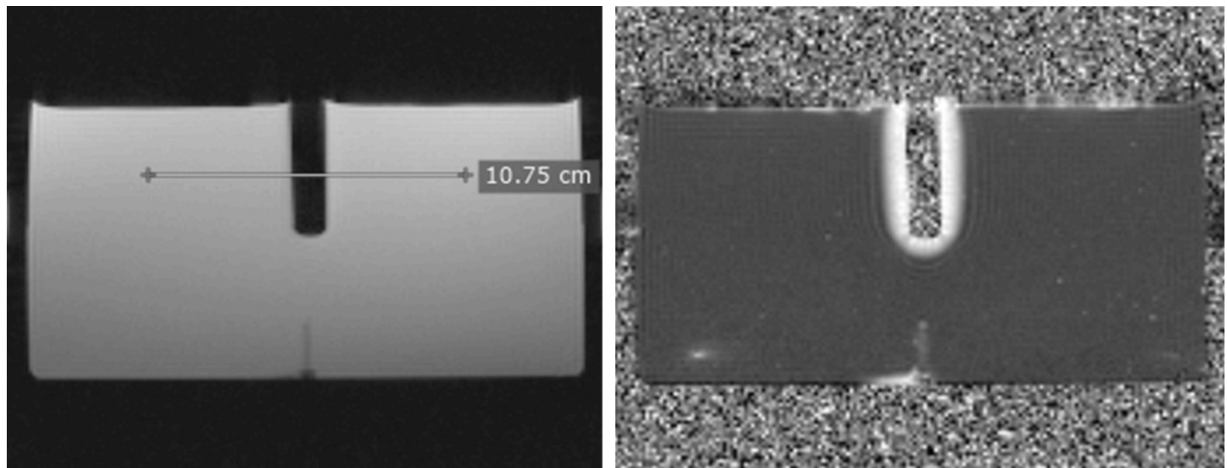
Обычное МРТ изображение цилиндрического фантома с контрастом протонной плотности (слева) и его градиентная карта (справа).
